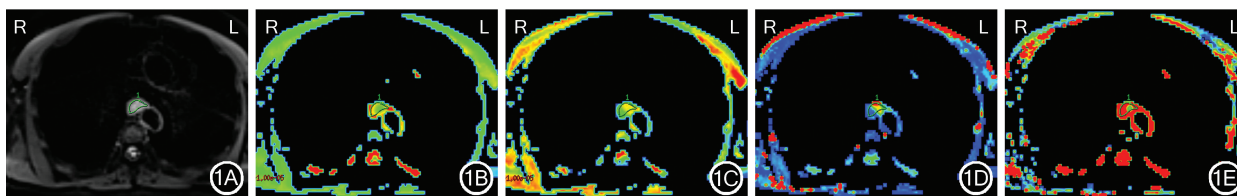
56 岁男性胸中段食管鳞癌患者新辅助化疗前 MRI 检查体素内不相干运动图像 1A:新辅助化疗前弥散加权成像图像示肿瘤呈高信号,绿色线勾画范围为肿瘤感兴趣区;1B:表观扩散系数对应伪彩图示病灶基本呈绿色,标准表观扩散系数为 2.19×10⁻³ mm²/s;1C:扩散系数对应伪彩图示病灶呈黄绿色,扩散系数为 1.42×10⁻³ mm²/s;1D:灌注系数对应伪彩图示病灶呈黄色及蓝绿色,灌注系数为 86.0×10⁻³ mm²/s;1E:灌注分数对应伪彩图示病灶大部分呈红色,灌注分数为 0.35
